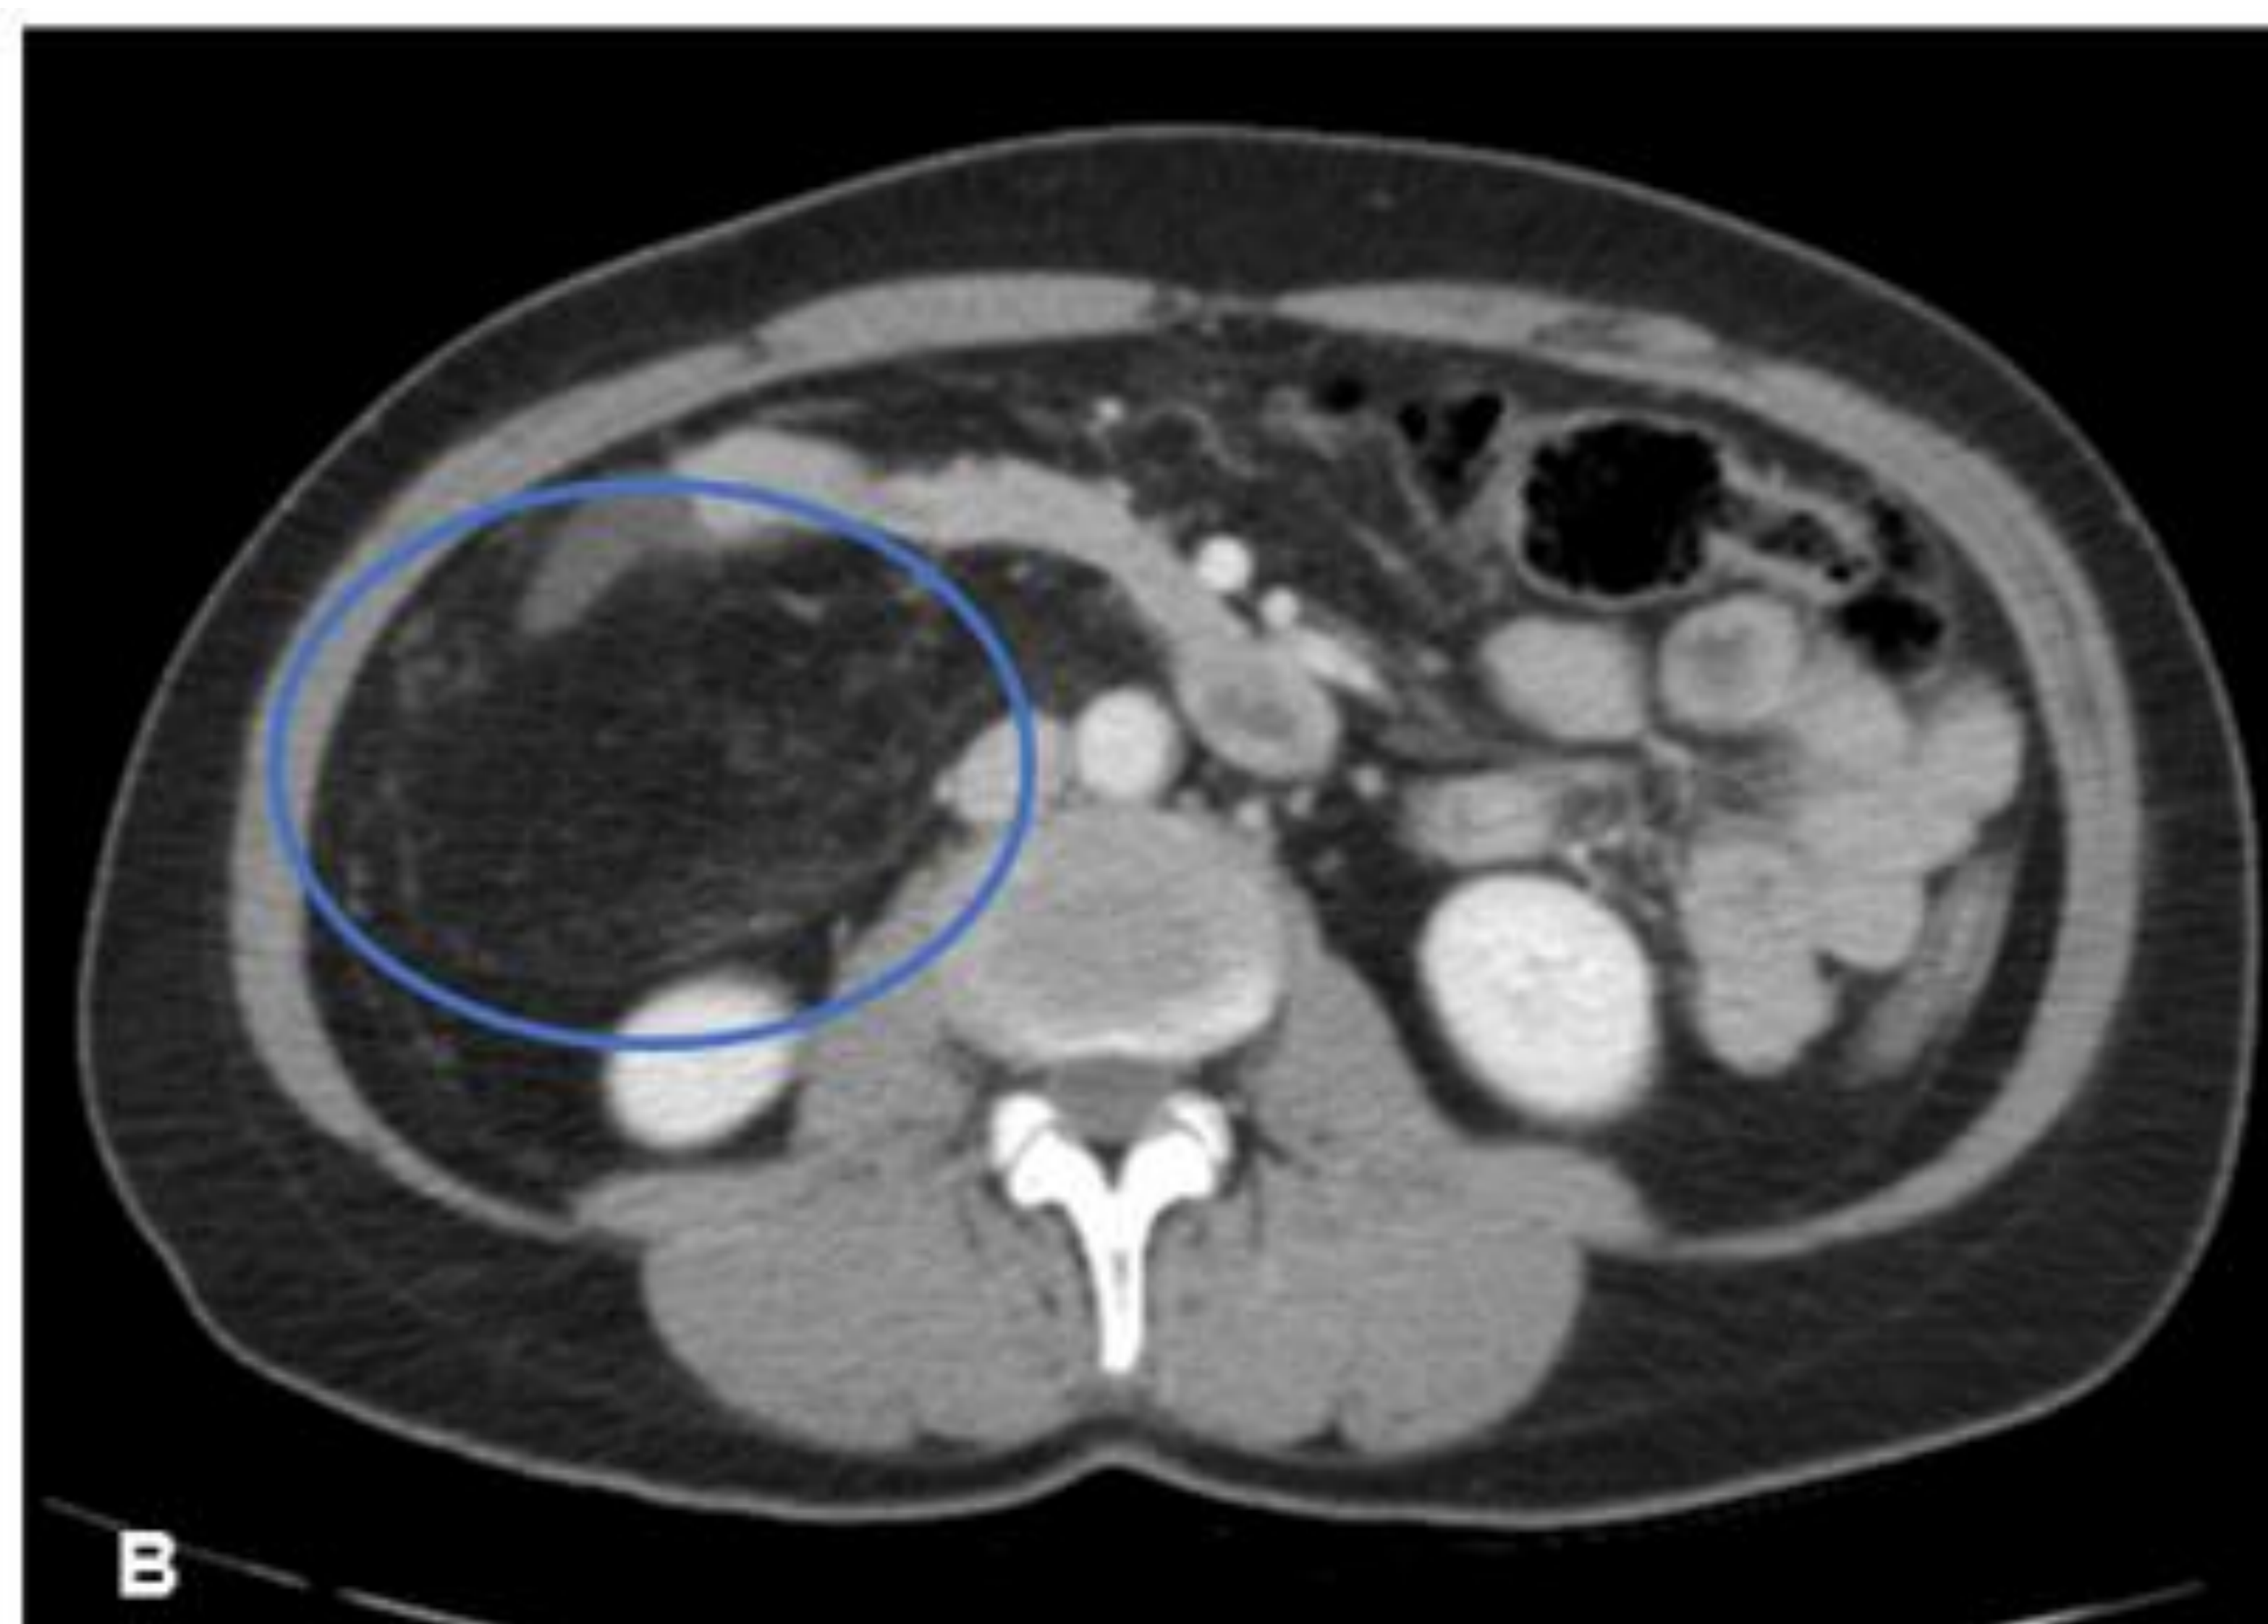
A) Linfangioma quístico mesentérico. Imagen de TC con CIV que muestra una masa mesentérica polilobulada (círculo verde) que rodea asas de intestino delgado, sin condicionar obstrucción. Llama la atención una marcada hipodensidad de la lesión. Se interpretó en imagen como posible linfoma intestinal. El diagnóstico definitivo se obtuvo tras resección quirúrgica. B) Linfangioma retroperitoneal. Otro paciente que muestra en el TC una lesión con densidad de predominio graso y límites mal definidos (círculo azul), que se diagnosticó de lipomatosis. Tras resección quirúrgica se realizó el diagnóstico definitivo
